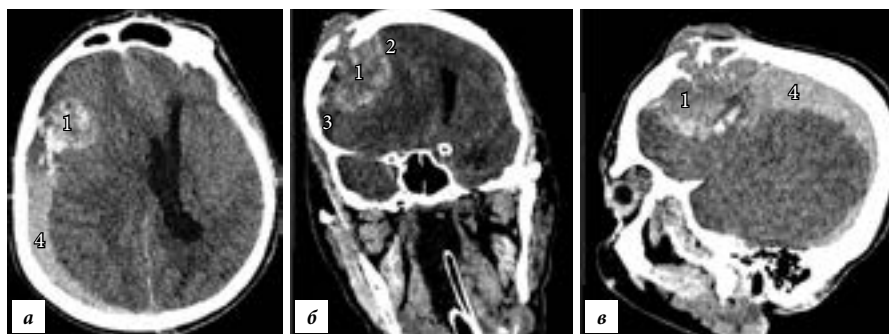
МСКТ головного мозга на момент поступления – аксиальная (а), фронтальная (б) и сагиттальная (в) плоскости: визуализируется объемное образование (1), прорастающее лобную кость, плотно прилежащее к верхнему сагиттальному синусу (2), окруженное хронической субдуральной гематомой (3) с признаками острого кровоизлияния (4).
